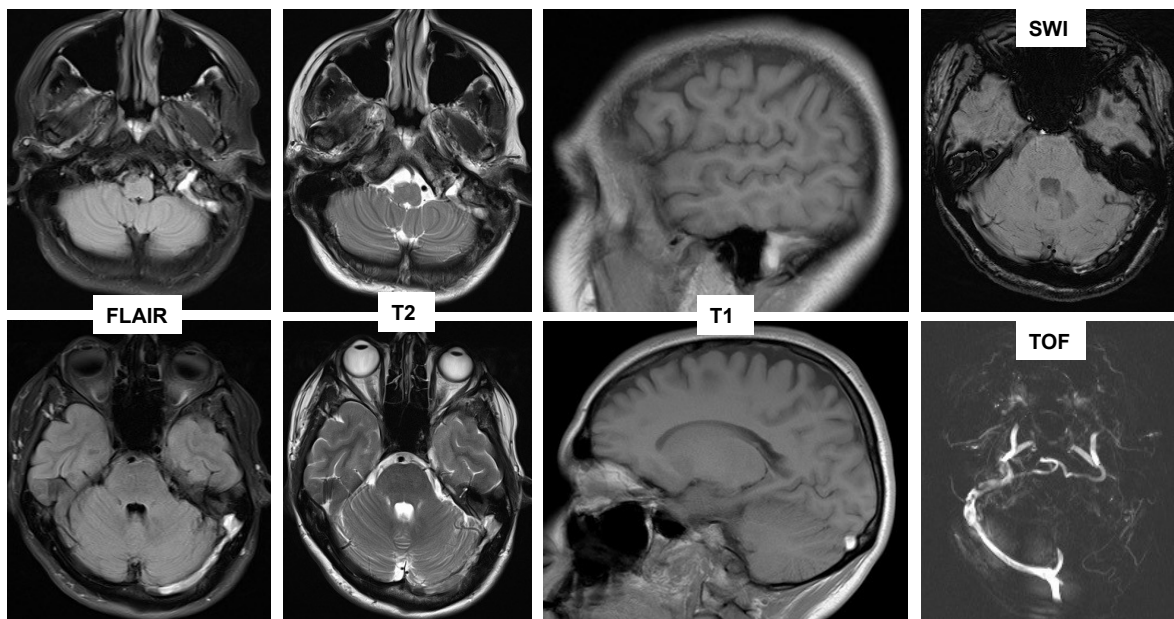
Verschiedene MRT-Sequenzen (siehe Bildtext) bei Thrombose des Sinus transversus links.
